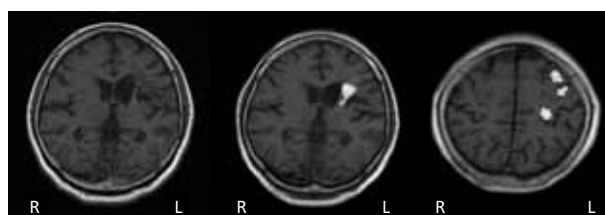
症例 MRI T1 (左図) および fMRI 画像 (中央図, 右図)
